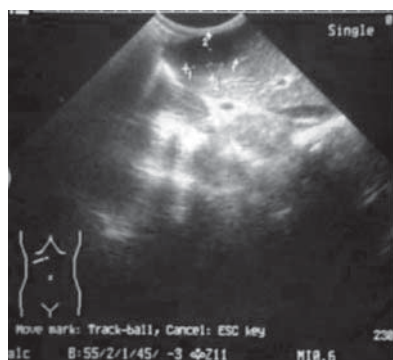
USG bolnavului C.
